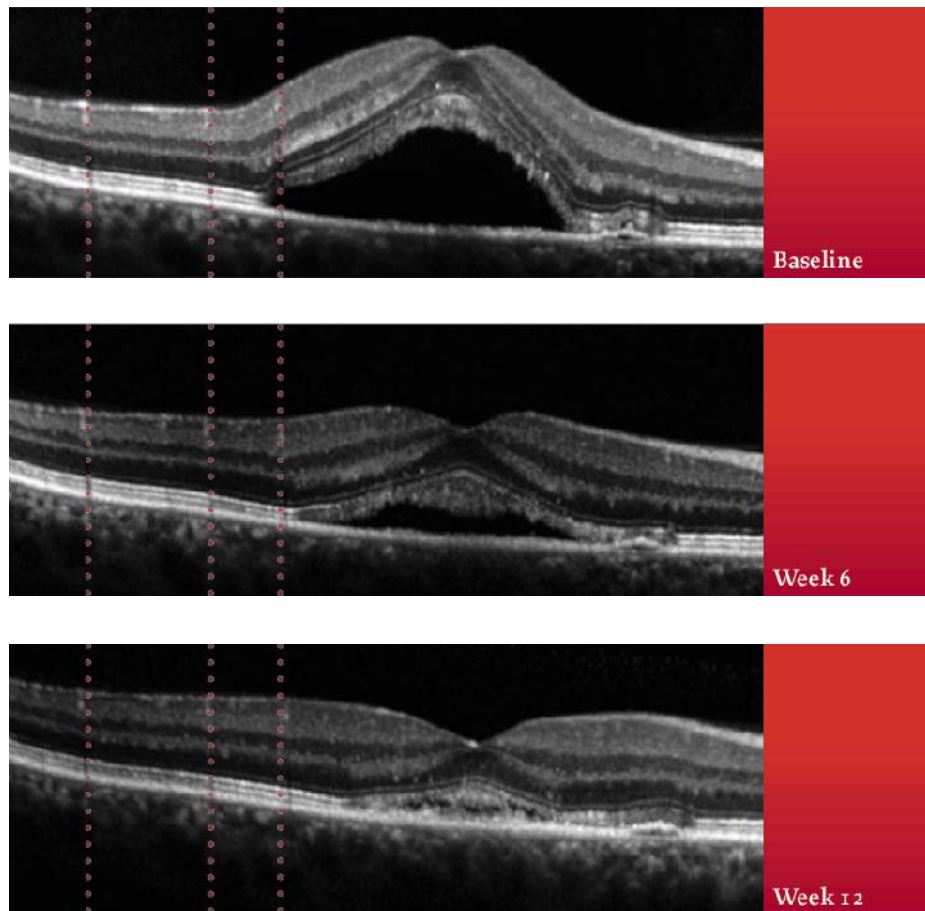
Évolution de la tomographie par cohérence optique chez un patient atteint par la DMLA, recevant des injections intra-vitréennes – cette figure nous montre l'efficacité du traitement anti-VEGF chez ce patient, en effet au début on peut voir que l'épaisseur de la paroi rétinienne est importante en raison de la présence de néo-vaisseaux. A 6 semaines de traitement, la tomographie par cohérence optique, permet de mettre en évidence une efficacité du traitement, avec une réduction du soulèvement de la paroi. Enfin, à 12 semaines, la paroi semble avoir repris pratiquement sa forme initiale, ce qui témoigne de l'efficacité du traitement chez ce patient. (Madar, 2013)
